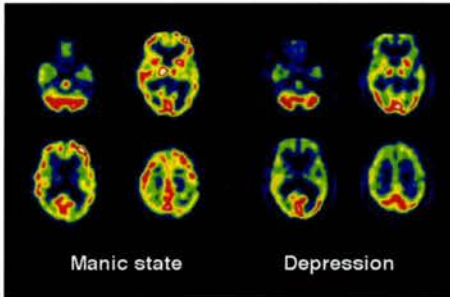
躁鬱病患者の ^{99m}Tc -HMPAO SPECT。躁状態(左)では前頭葉に高血流が認められる。鬱状態(右)では前頭葉の血流低下が明瞭である。
